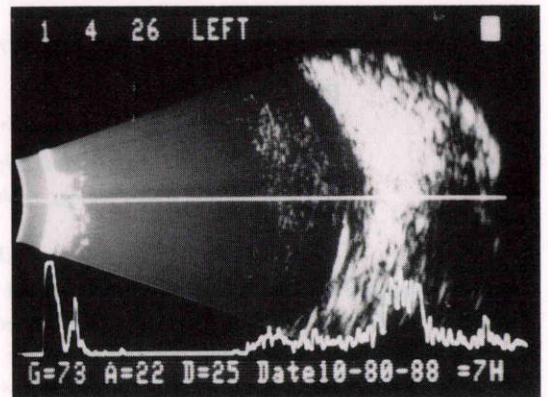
左眼超音波検査所見。密な硝子体混濁が後極付近に分布している。
